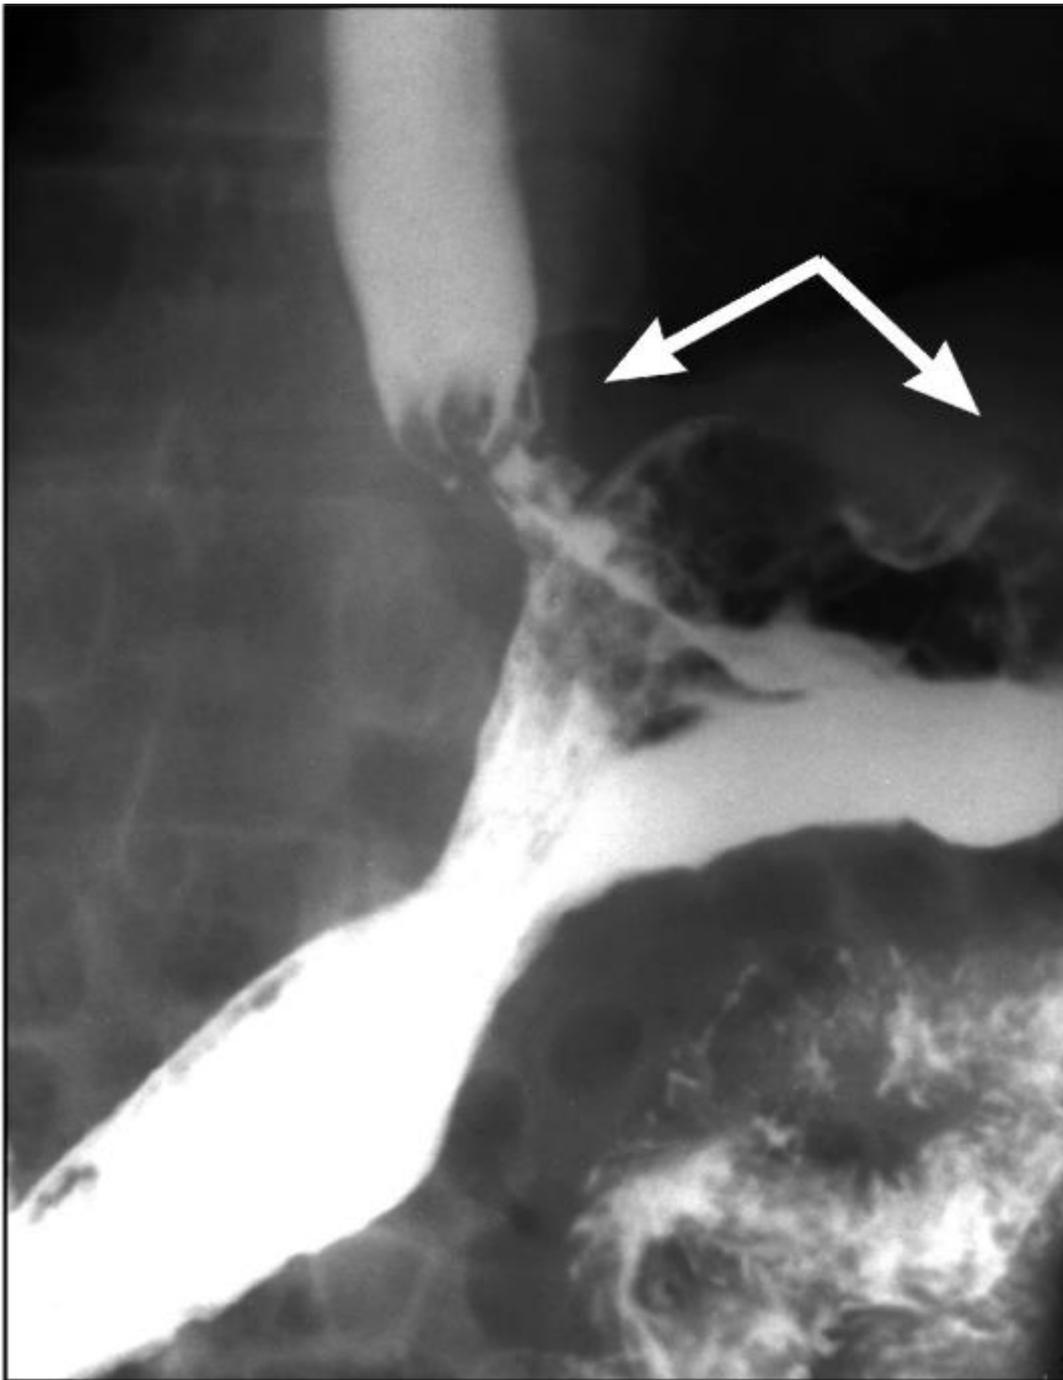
Рентгенограмма желудка. Кардиоэзофагеальный рак, смешанная форма роста (стрелка)
